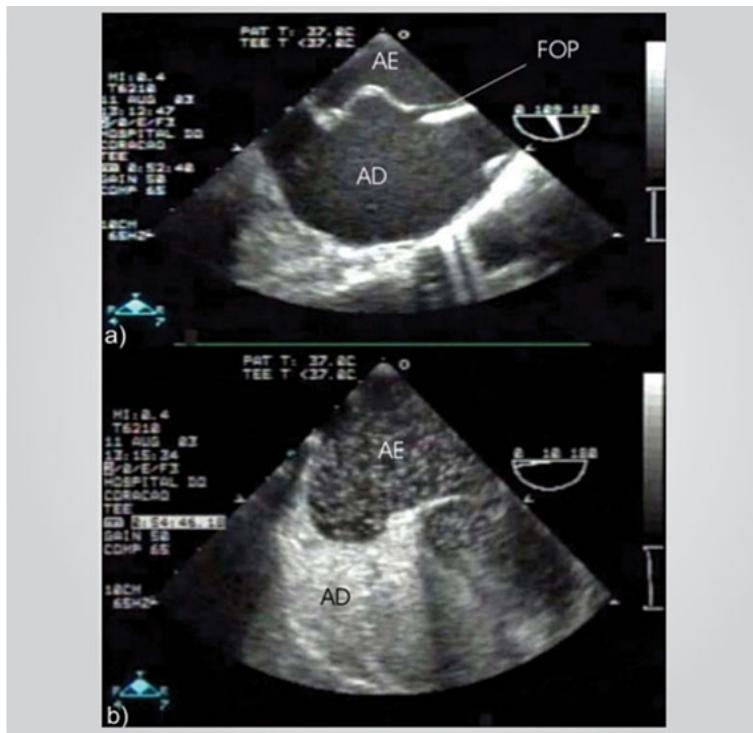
Ecocardiograma transesofágico demonstrando a) forame oval patente, associado a aneurisma de septo interatrial; b) o estudo com contraste, delineando o aneurisma e demonstrando a passagem de grande quantidade de microbolhas do átrio direito para o esquerdo. AD- átrio direito, AE- átrio esquerdo
